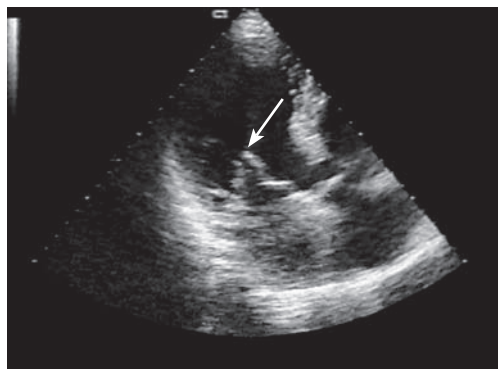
Слева – эхокардиограмма в В-режиме, справа – регионарное увеличение изображения МК. Определяется массивная вегетация (стрелка).
